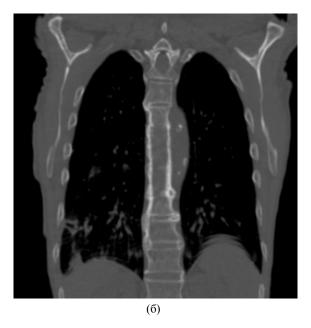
Пациент К., 75 лет. Саггитальная (а) и фронтальная (б) компьютерная томография грудного отдела позвоночника. Гиперостоз передней продольной связки на уровне Th3—Th9 (указан стрелками), неполный анкилоз Th8—Th9
